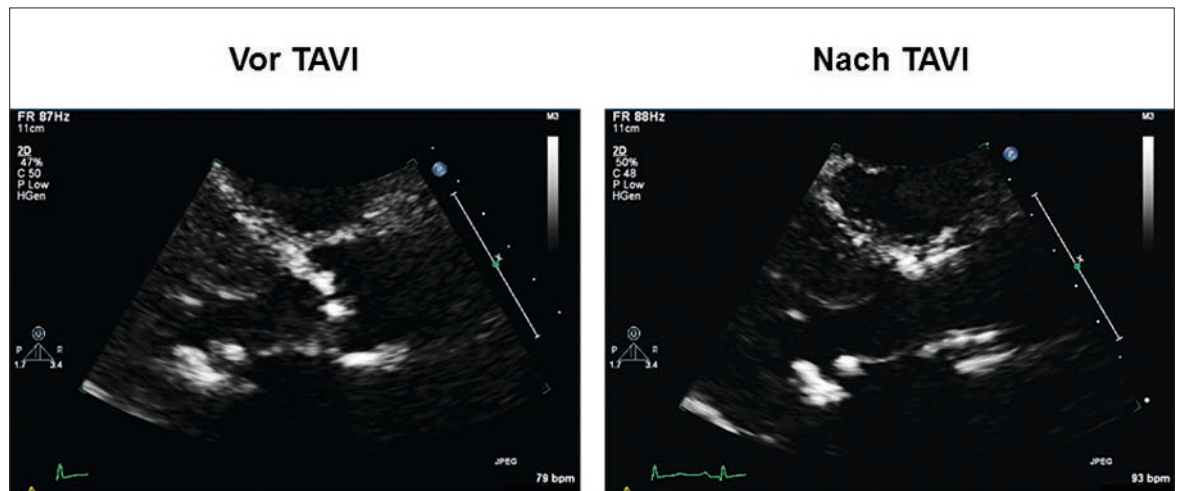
Echokardiographische Darstellung einer verkalkten Aortenklappe in der parasternalen Längsachse während der Systole. Links: vor Transkatheter-Aortenklappenimplantation (TAVI). Rechts: nach TAVI.
